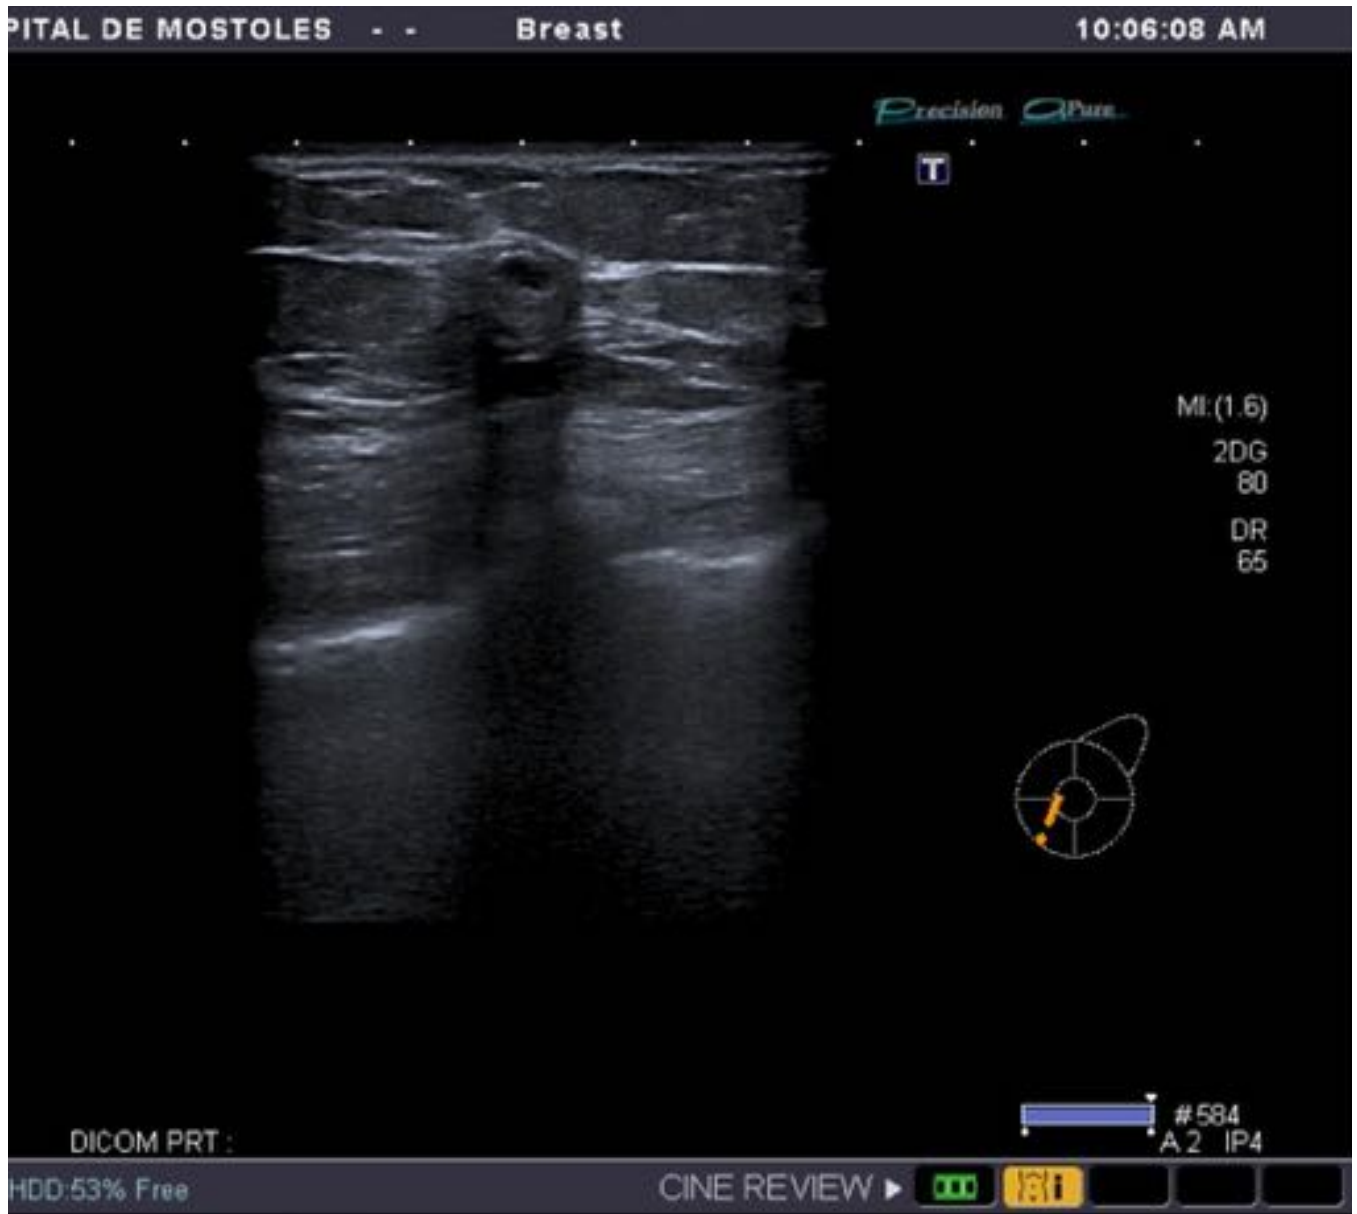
Ecografía mama izquierda: Pequeña imagen quística con leve hiperecogenicidad de la grasa adyacente.
